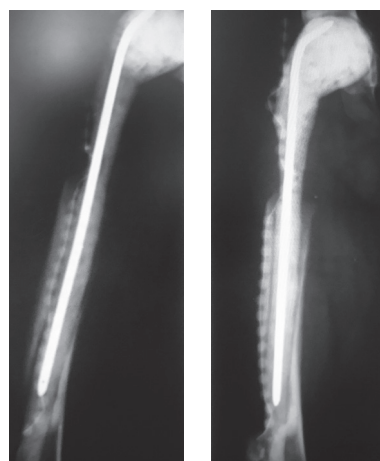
Рентгенограмма правого бедра. Обширный дефект кортикальной кости на границе средней и дистальной трети бедренной кости
